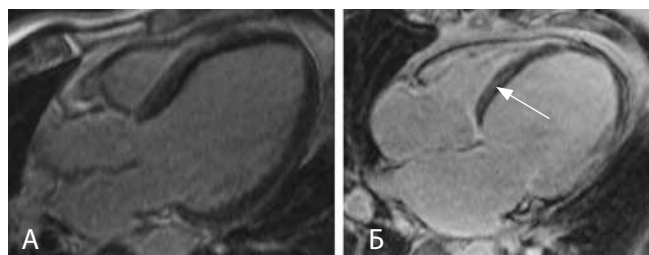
Изображения МРТ сердца у пациентов группы ДКМП. А — отсутствие очагов ПК гадолиний содержащим препаратом, Б — интрамуральные очаги по типу "стрий" в МЖП (указано стрелкой).
